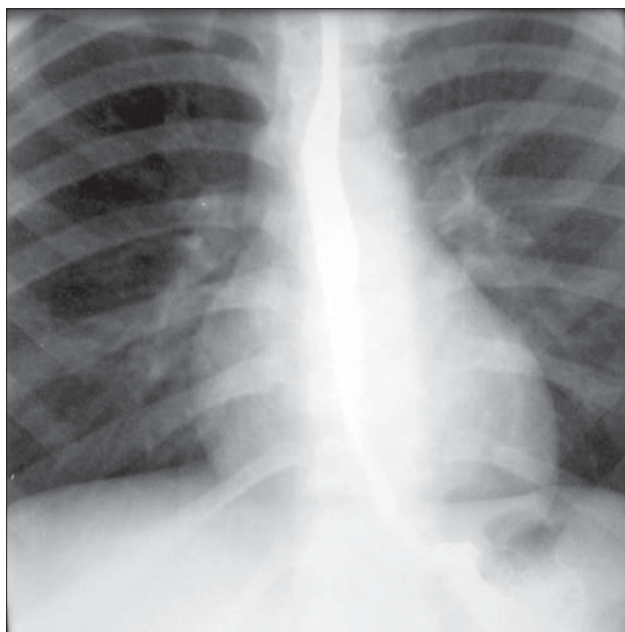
Metoda Kreutzfuchs. Radiografie toracică PA cu esofag baritat. Aprecierea diametrului butonului aortic prin opacifierea esofagului.
